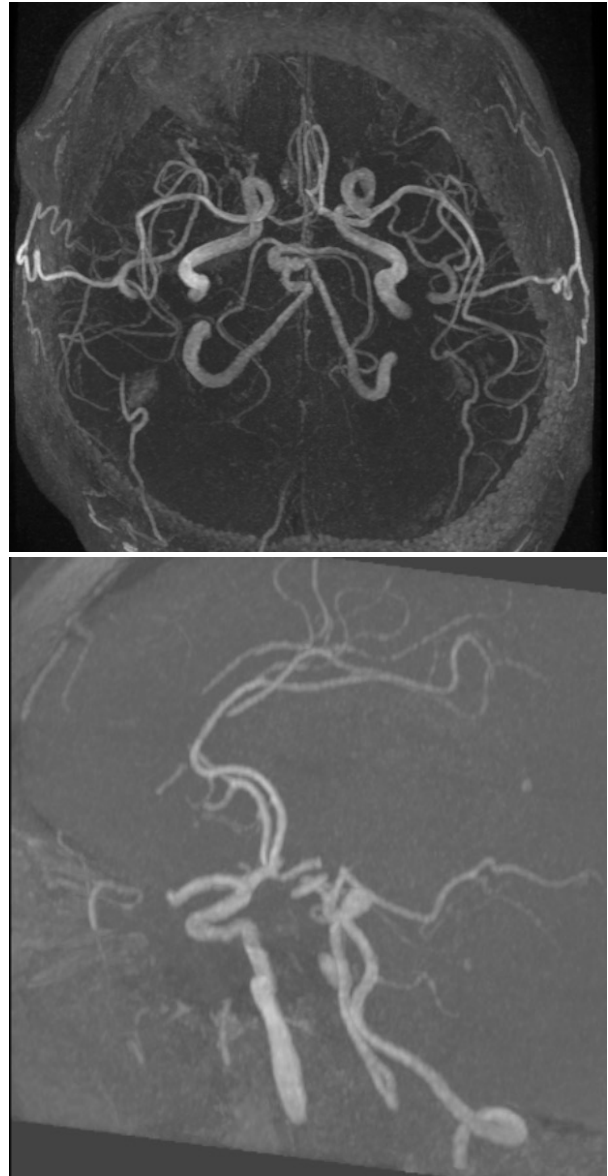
Angioresonancia cerebral con reconstrucción 3D. Se observan arterias vertebrales predominantes, con ausencia de arteria basilar, se observa como las arterias cerebelosas antero superiores y las arterias cerebrales posteriores se originan de las arterias vertebrales.
